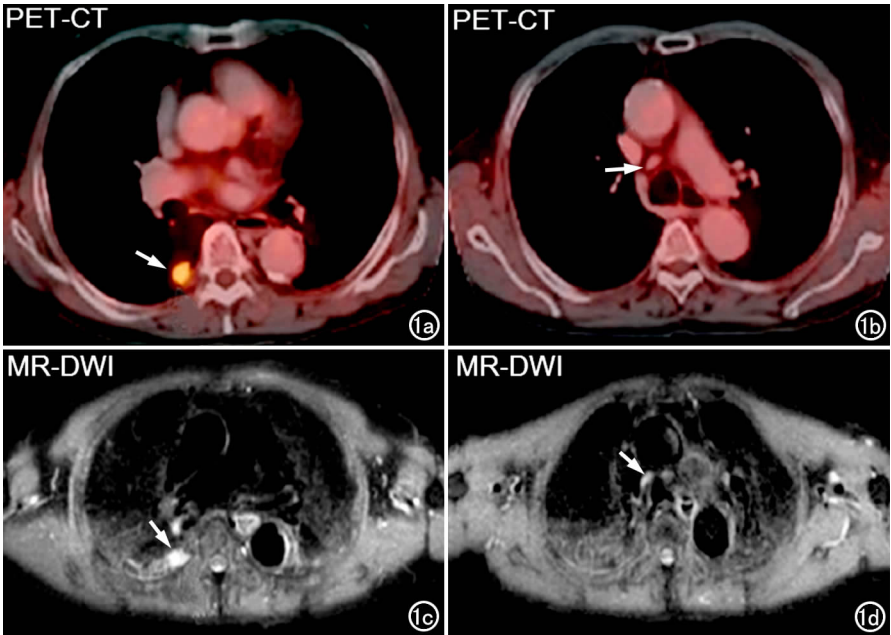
非小细胞肺癌患者。a) PET-CT 示右下肺结节(箭)代谢明显增高(SUV 值约 5.8Bq/mL),高度提示肺癌可能; b) 另一层面示腔静脉旁淋巴结(箭)大小约 8mm, SUV 值约 1.1Bq/mL,提示该淋巴结非转移灶; c) 与图 a 同一层面的 MR DWI(b=400s/mm²)示右下肺结节呈明显高信号影(箭),ADC 值约 1.1×10⁻³mm²/s,提示肺癌可能; d) 与图 b 对应层面 DWI 示腔静脉旁淋巴结(箭)ADC 值约 2.64×10⁻³mm²/s,提示该淋巴结非转移灶。
